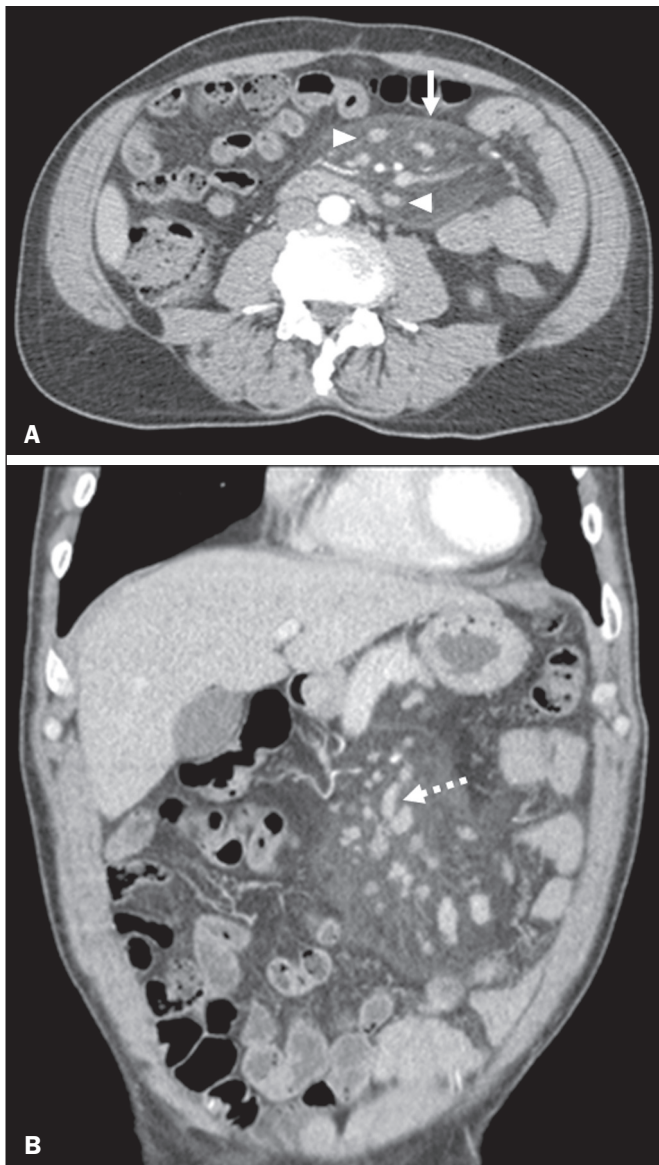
TC axial (A) e coronal (B) demonstrando formação expansiva heterogênea, com densidade predominantemente de gordura, contendo linfonodos (cabeças de setas) e estruturas vasculares ectasiadas (seta pontilhada) em seu interior, parcialmente delimitada por pseudocápsula tumoral (seta), se estendendo da raiz do mesentério até a fossa ilíaca esquerda.
